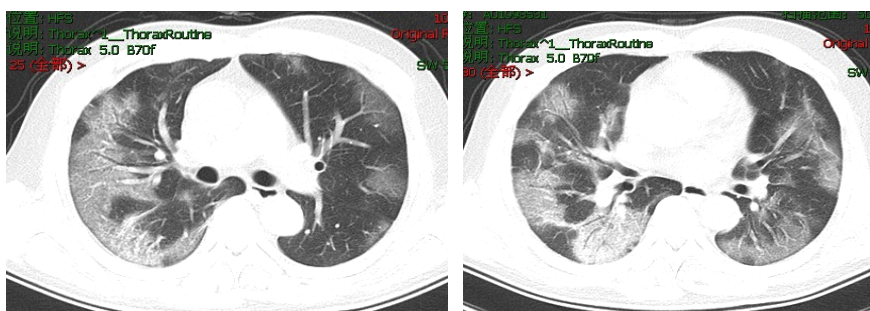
男，56 岁，新型冠状病毒肺炎确诊病例。胸部 CT 示两肺弥漫性病变，密度不均，磨玻璃样密度增高影与实变影并存，病灶内可见空气支气管征。
